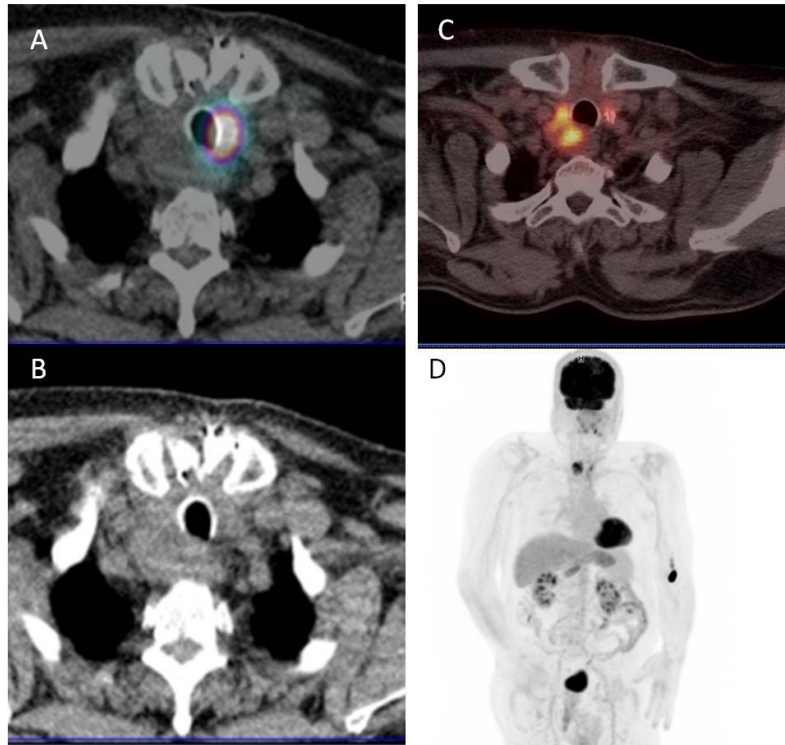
Paciente con cáncer indiferenciado de tiroides: A) SPECT-CT con radioyodo (corte axial), observándose un depósito patológico del trazador en resto tiroideo paratraqueal izquierdo; no se aprecia captación en resto tumoral tiroideo derecho; B) CT donde se aprecian restos posttiroidectomía subtotal que infiltran ligeramente la tráquea; C) PET-CT con  $^{18}\text{F}$ -FDG (corte axial), visualizándose captación patológica de FDG en resto tumoral paratraqueal derecho; D) MIP (proyección de máxima intensidad) del PET con FDG, identificándose captación del trazador en región cervical.
